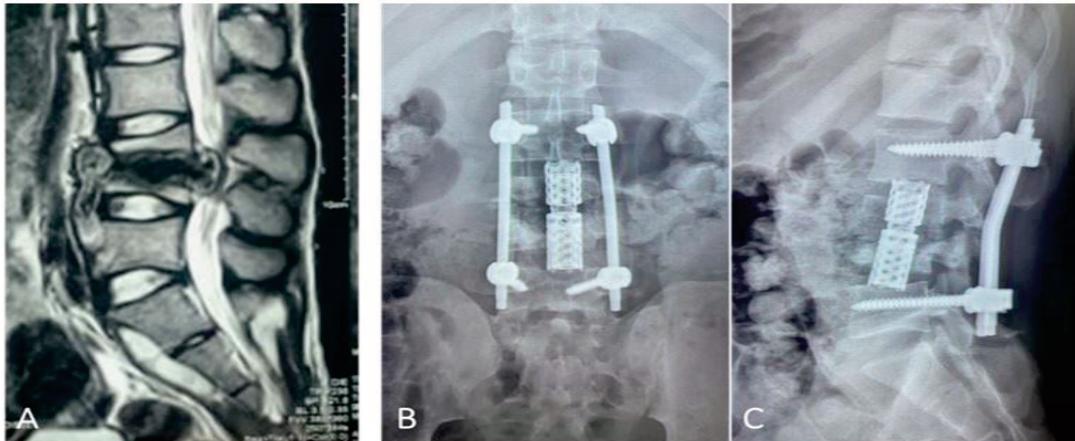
A- IRM du rachis lombaire séquence T2 en coupe sagittale montrant une spondylo-discite en L3-L4 avec épидурite antérieure et postérieure. B - Radiographie standard de contrôle de face. C- Radiographie standard de contrôle de profil après laminectomie de L3 et L4 et ostéosynthèse par vis transpédiculaires en L2 et L5 avec tiges et greffe osseuse postéro-latérales suivie d'un abord antérieur par lombotomie permettant une double corporectomie de L3 et L4 avec mis en place d'un implant intersomatique expandable.
